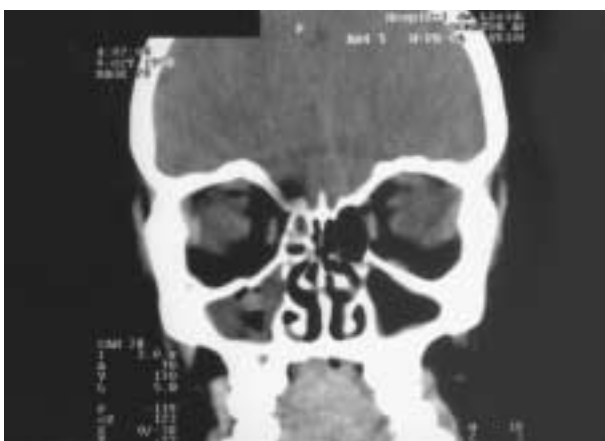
TAC prequirúrgico: fractura del suelo de la órbita y signo de la gota pendiente.
